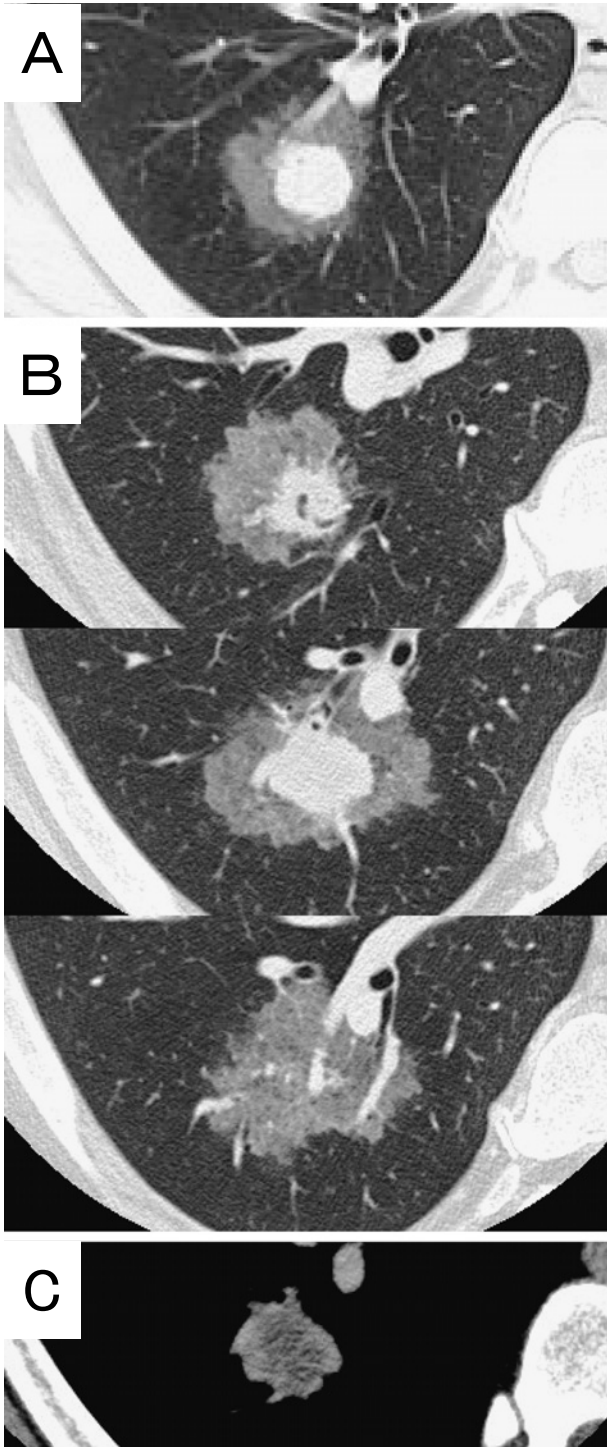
A. The conventional CT findings (2 months before admission). B. The thin-section CT findings at the level of the lung window (on admission). C. The thin-section CT findings at the level of the mediastinal window (on admission).
